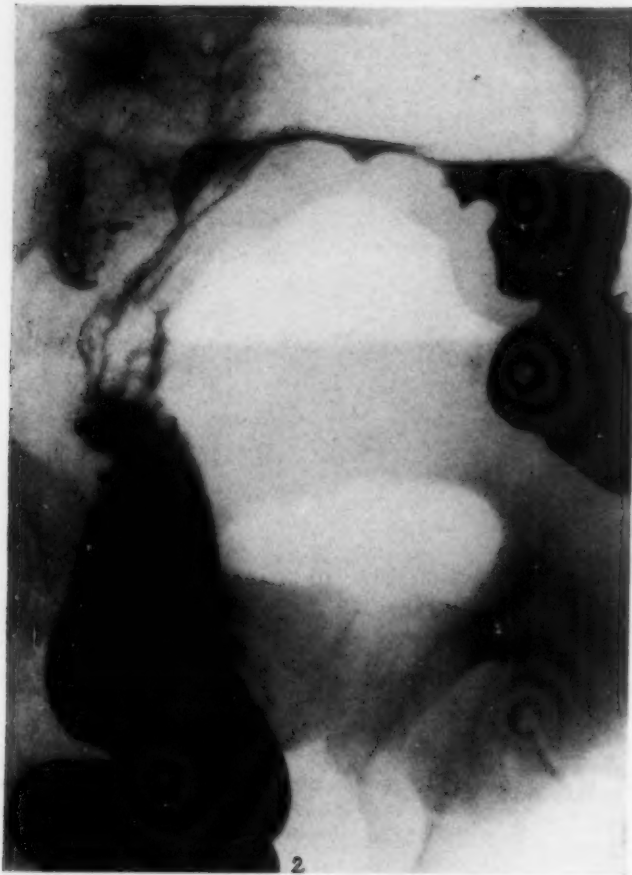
Röntgenaufnahme im Stehen zeigt den großen Gasabszeß und die auf diesem „reitende“ Sigmascchlinge, die stark kranialwärts verdrängt ist. Als Halbschatten oberhalb der Gasblase und parallel zur Kolonkontur verlaufend die schwielig verdickte Abszeßwand.
